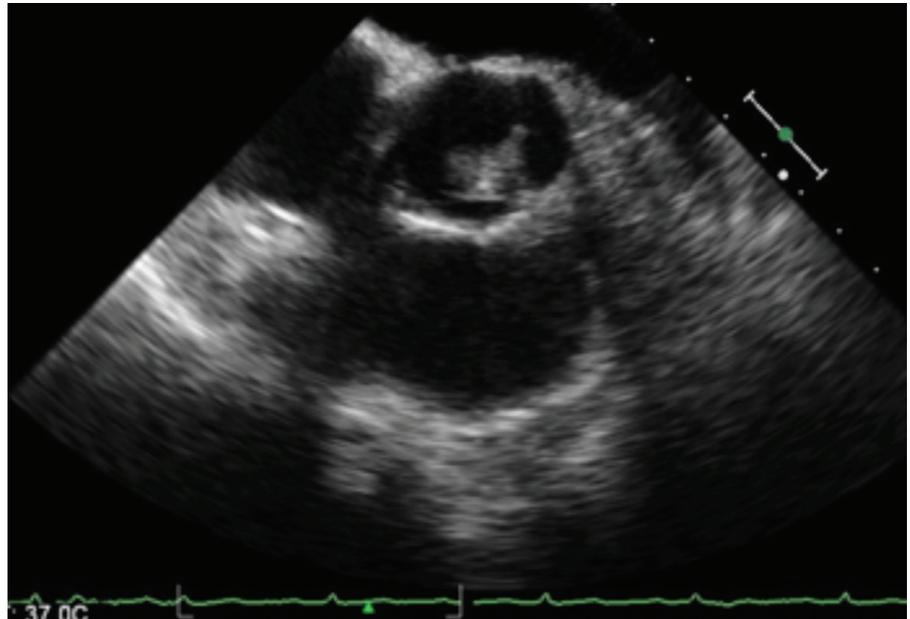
Ecocardiograma TE com massa localizada a nível da válvula aórtica nativa.
